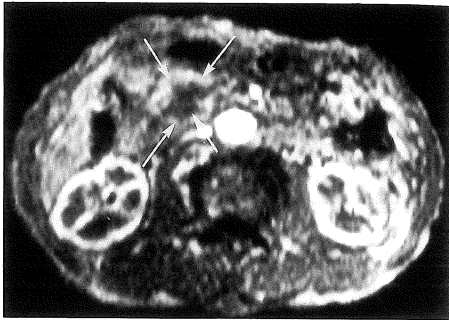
(a) Precontrast and enhanced CT demonstrate swelling of the head of the pancreas, but fail to depict the lesion of duct cell carcinoma in the head of the pancreas. (b) Turbo-FLASH clearly demonstrates the low signal lesion (arrow).
